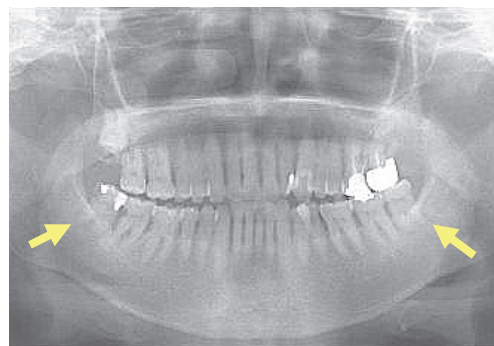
A：症例1のパノラマX線写真，両側智歯周辺にX線透過像を認めた（黄矢印） B：消炎後3横指の開口域が確保された。
